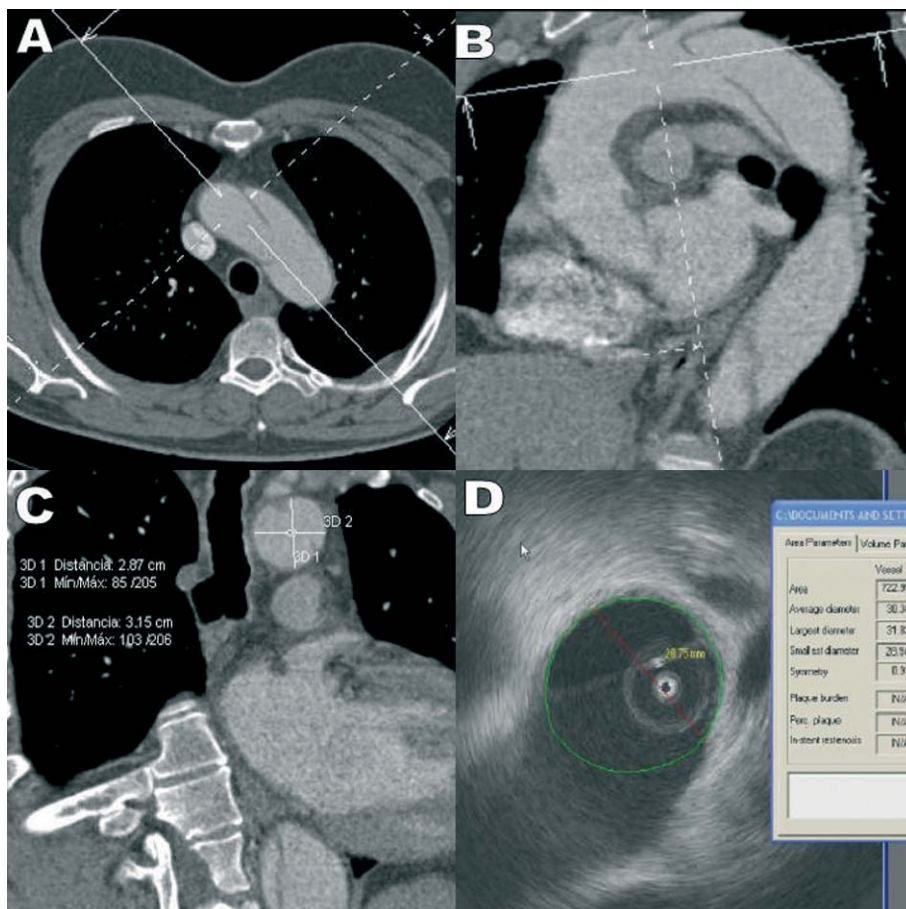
Medición de la luz aórtica entre la salida de la arteria carótida común izquierda y la arteria subclavia izquierda en un paciente con disección aórtica. A y B: imágenes de tomografía computarizada en las que se muestra la disposición de los ejes para medir el diámetro transversal al eje mayor de la aorta. C y D: medición de dos diámetros de la luz aórtica con tomografía computarizada y del diámetro menor con ultrasonografía intravascular.
